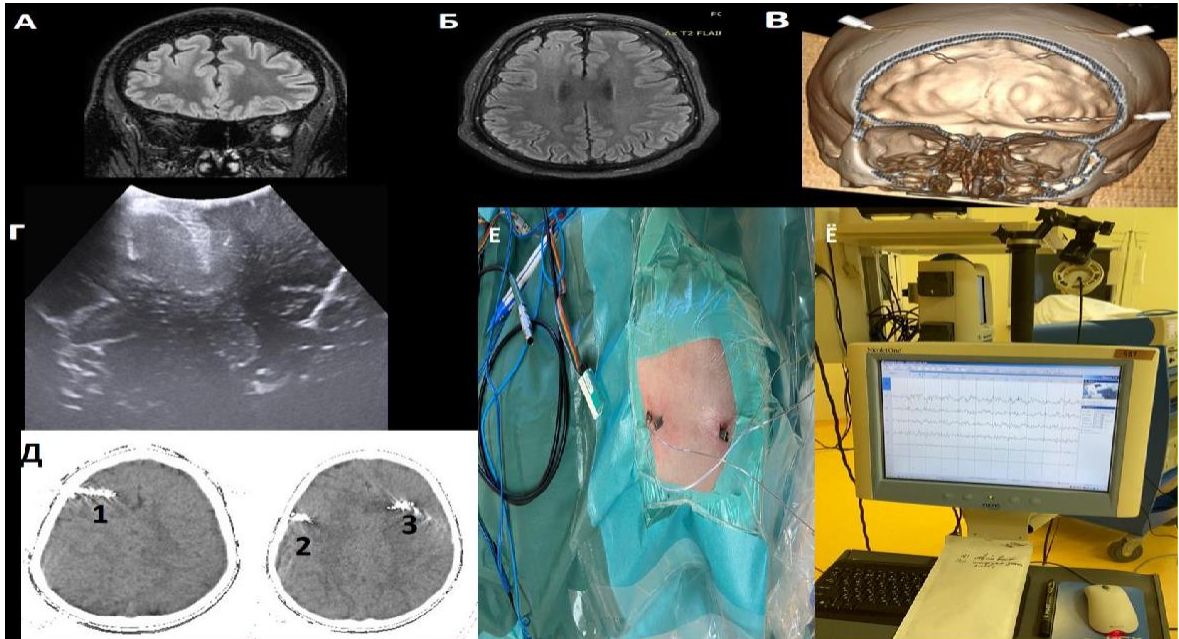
Пациент П., 5 лет, диагноз «структурная фокальная эпилепсия с билатеральными тонико-клоническими приступами с нарушением сознания ФКД 2b типа правой лобной доли в верхней лобной извилине». МР-сканы головного мозга в режиме FLAIR. Участки с ФКД 2b типа правой лобной доли в верхней лобной извилине. А — коронарная плоскость; Б — аксиальная плоскость; В — установка глубинного внутримозгового суточного видео-ЭЭГ-мониторинга; Г — иУЗИ визуализирует гипоэхогеный очаг правой лобной доли в верхней лобной извилине, соответствующий ФКД IIb; Д, Е — стереотаксическая имплантация внутримозговых электродов для регистрации инвазивной ЭЭГ в правую лобную и височную доли и в левую лобную долю. С помощью безрамного стереотаксиса BrainLab VarioGuide выполнена пункционная имплантация внутримозговых электродов проекции ФКД правой лобной доли, передних отделов левой и правой лобных долей и правого гиппокампа последовательно
